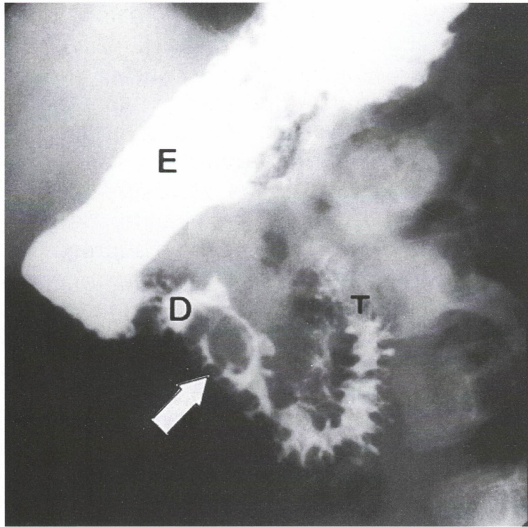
Radiografía EED, porción observada muestra defecto de llenamiento intraluminal del duodeno compatible con un pólipo (flecha). E: estómago, T: ligamento de Treitz, D: primera porción del duodeno.
